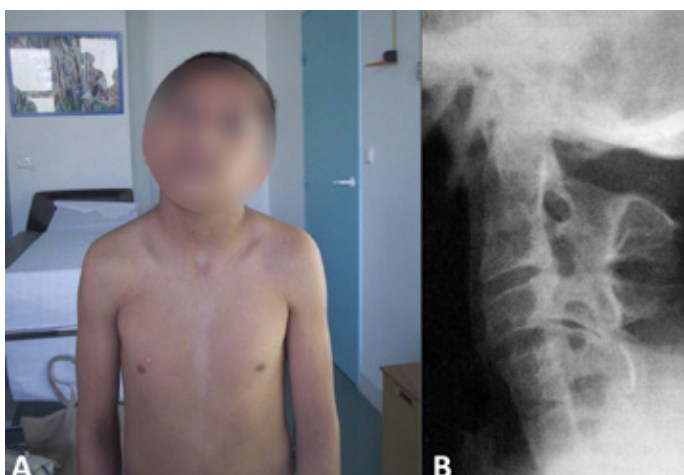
exemple de cas d'un syndrome de Klippel-Feil caractérisé par un torticolis congénital gauche raide avec une attitude en hyperextension (A). La radiographie de profil objective de multiples fusions des arcs postérieurs (B).
